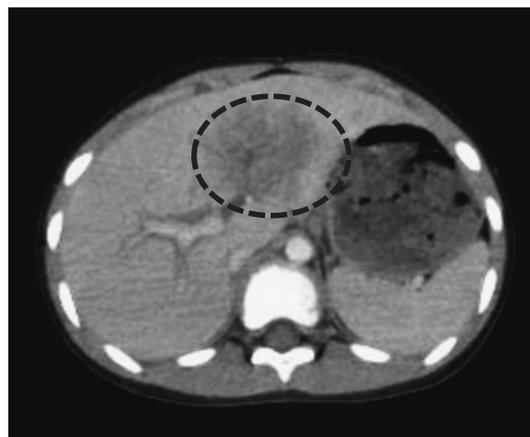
腹部CT：肝左葉および尾状葉に低吸収域を認める
